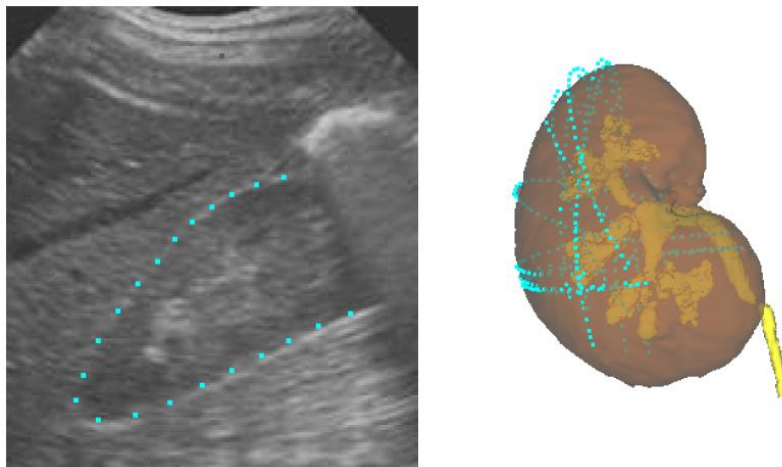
Recalage échographique. A gauche : volume échographique segmenté, à droite ; recalage volume échographique (en bleu) vers volume scanner (en marron)
